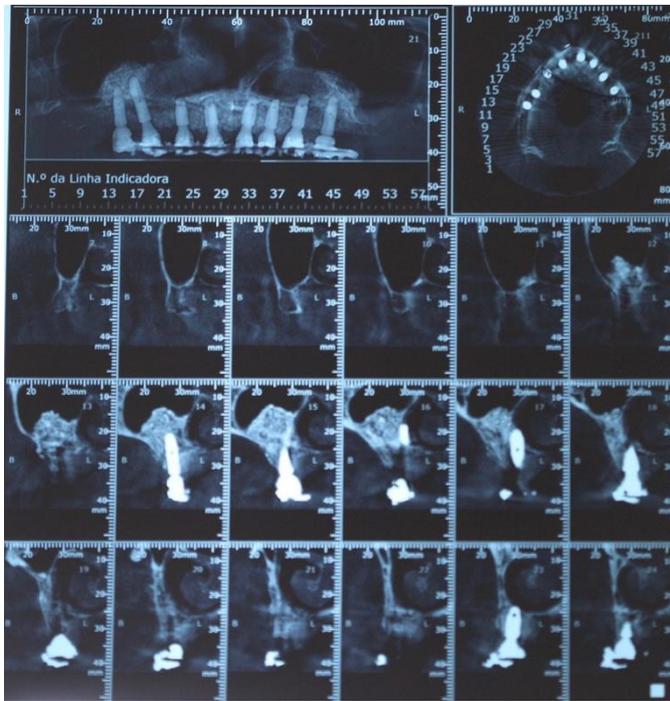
Tomografia final
